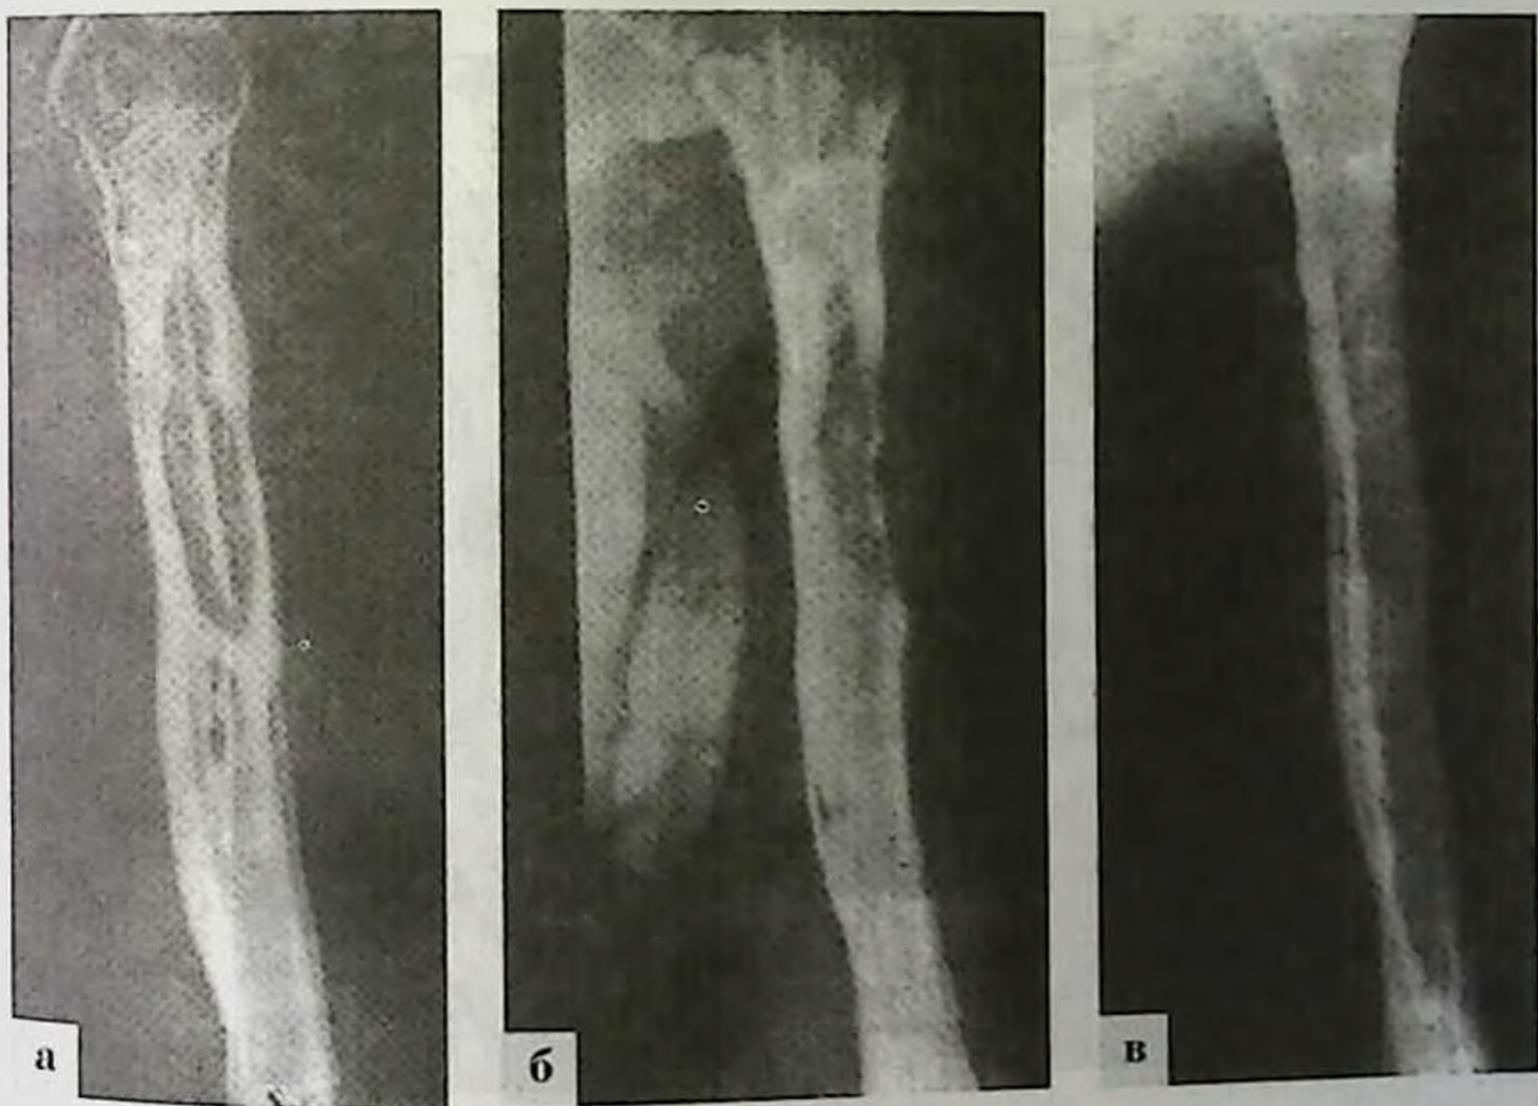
Рентгенограммы того же больного: до операции (а), после операции (б), через 5 лет (в).
